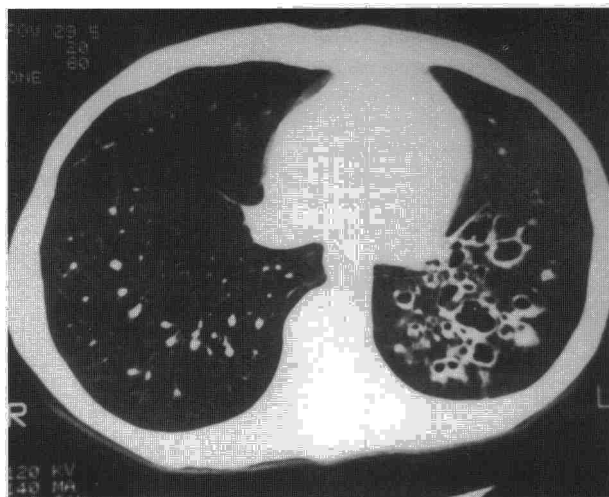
Imágenes de tomografía axial computarizada torácica de alta resolución. Se aprecian múltiples bronquiectasias quísticas, agrupadas en lóbulo inferior izquierdo.
